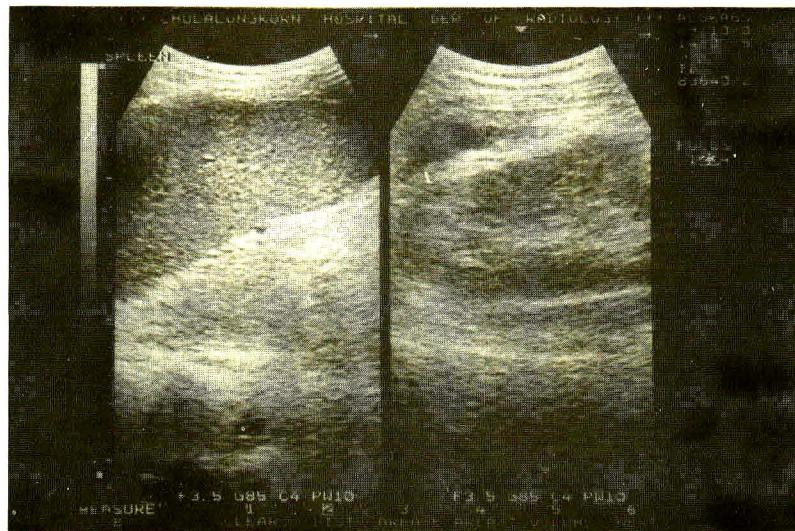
Ultrasonogram of left upper quadrant showed slightly enlarged spleen. The kidney was prominent in size with slightly increased parenchymal echo which should represent renal parenchymal change.
